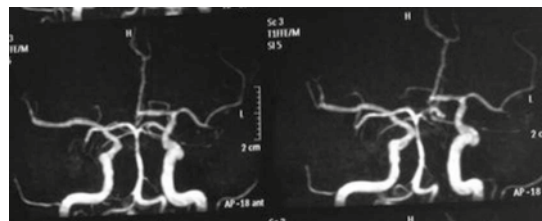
Angiorresonancia magnética de cráneo que evidencia pérdida del trayecto de la arteria cerebral media.
